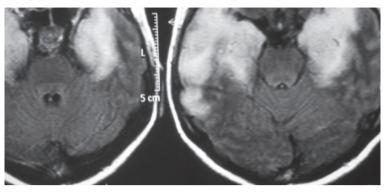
Resultados de la resonancia magnética nuclear: otro corte
